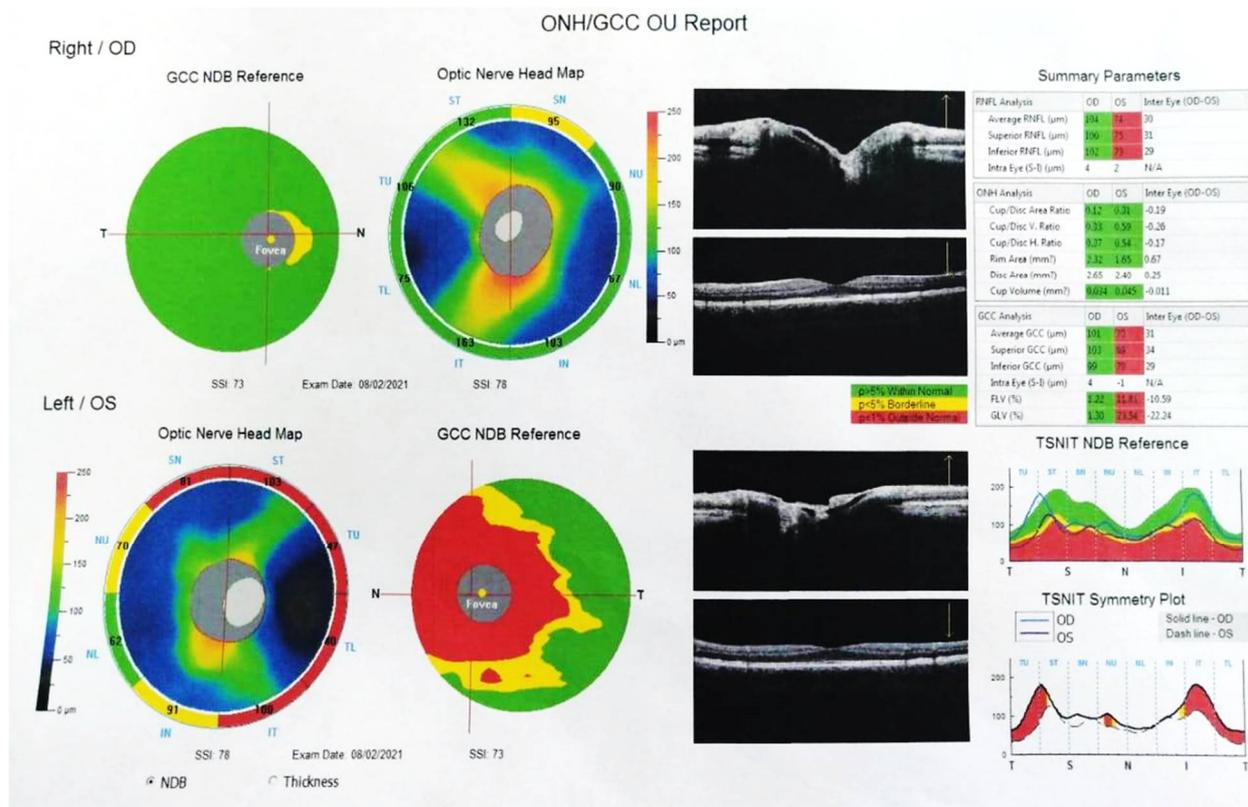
Оптическая когерентная томография диска зрительного нерва.
